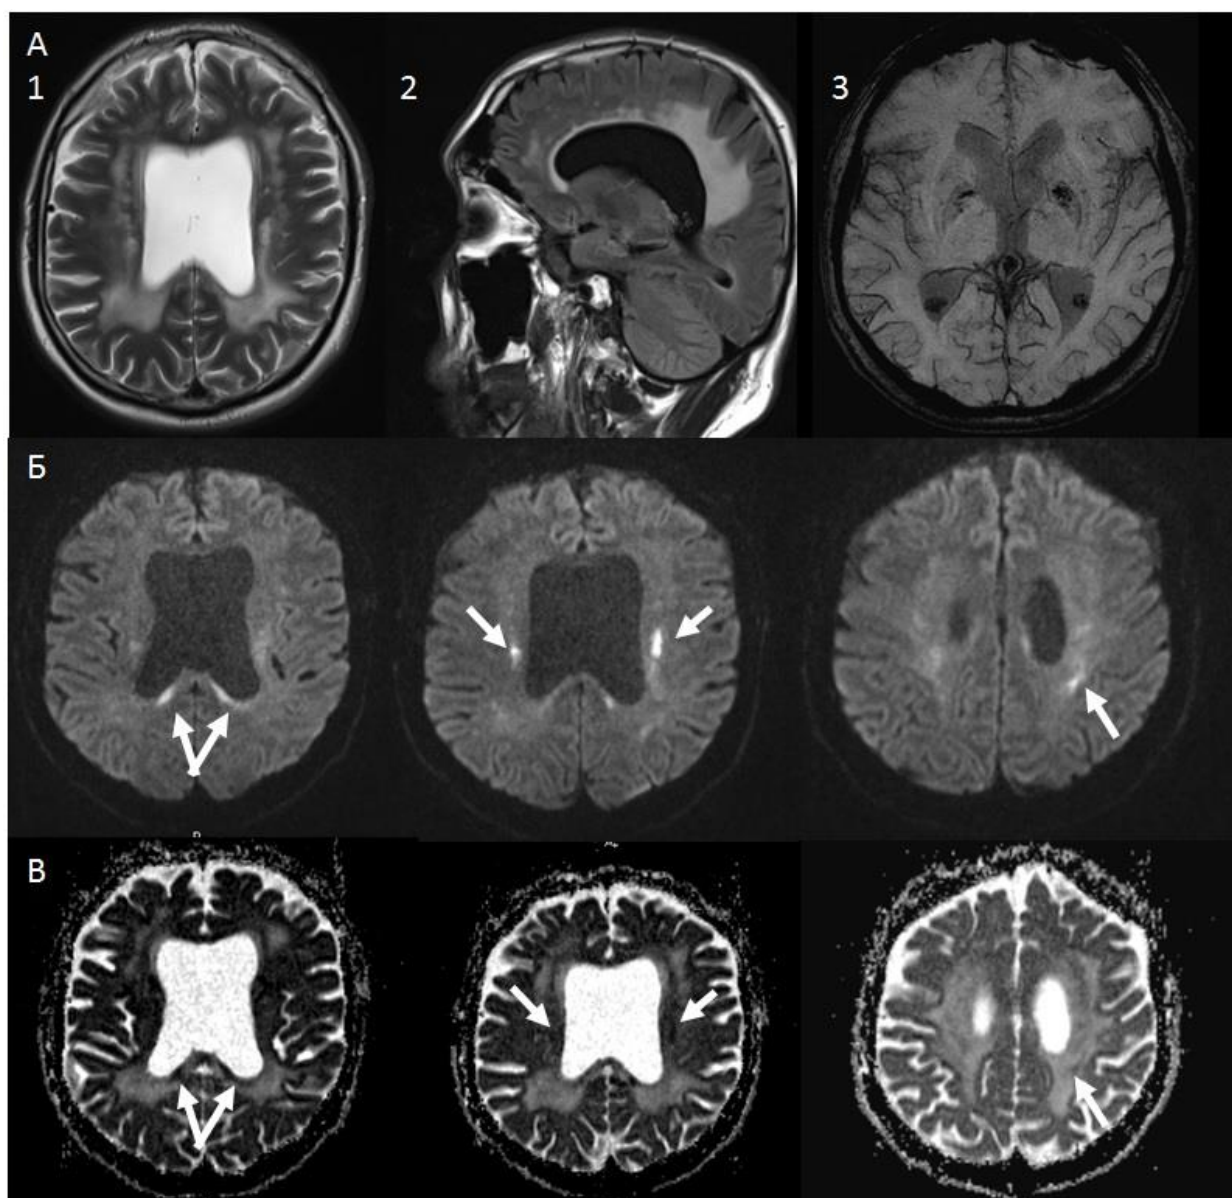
МРТ головного мозга пациента Е-1. А1, 2 – режимы Т2, Т2 FLAIR. Диффузно-очаговые изменения повышенной интенсивности МР-сигнала в субкортикальном и глубоком белом веществе обоих полушарий большого мозга, преобладающие в теменных долях; повышение МР-сигнала в режиме Т2 от волокон мозолистого тела, атрофия мозолистого тела. А3 – режим SWI. Повышение сигнала от подкорковых структур с обеих сторон. Б, В – режим ДВИ, ИКД карта. В семиовальных центрах с обеих сторон, валике мозолистого тела на фоне указанных зон измененного МР-сигнала от белого вещества визуализируются зоны повышенной интенсивности МР-сигнала в режиме ДВИ, пониженного МР-сигнала на ИКД-карте
